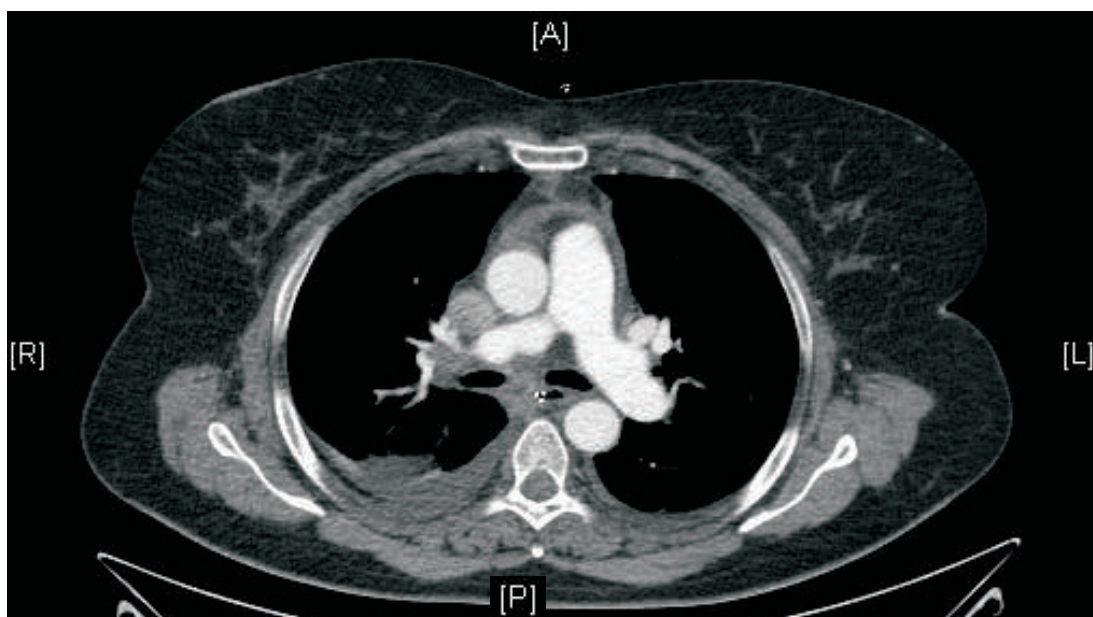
Corte axial TAC torácico, donde se observan colecciones mediastínicas.
